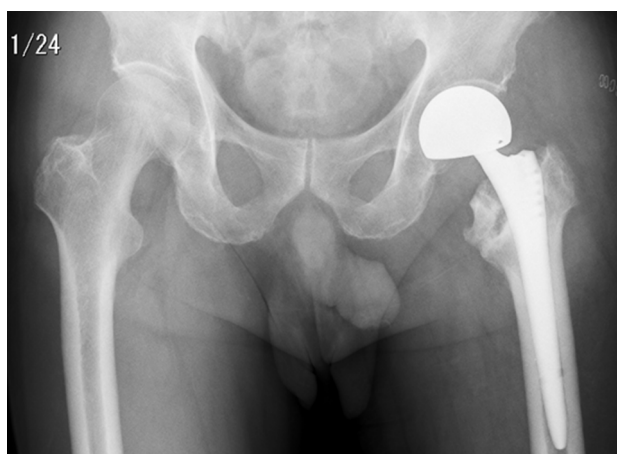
Anteroposterior radiograph of Case-1 with femoral trochanteric fracture
